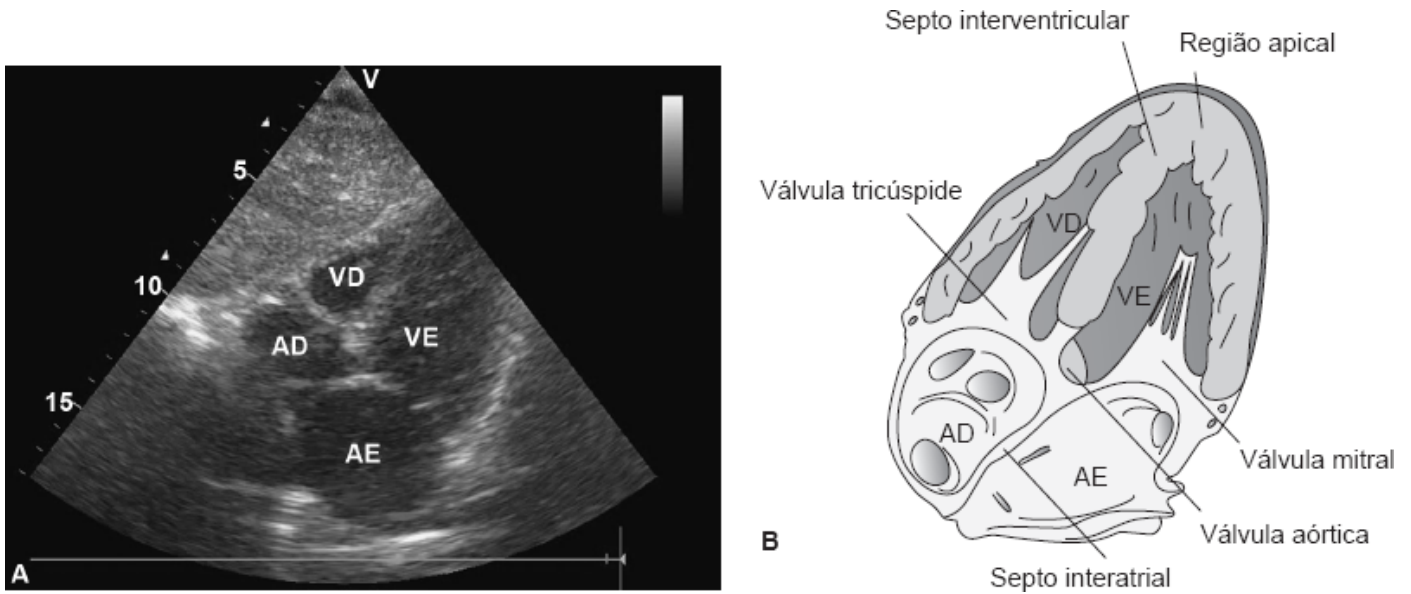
A e B. Plano subcostal, com a obtenção da visualização de quatro câmaras cardíacas. AD = átrio direito; AE = átrio esquerdo; VD = ventrículo direito; VE = ventrículo esquerdo. Adaptada de Atlas of echocardiography (2013).¹⁸
